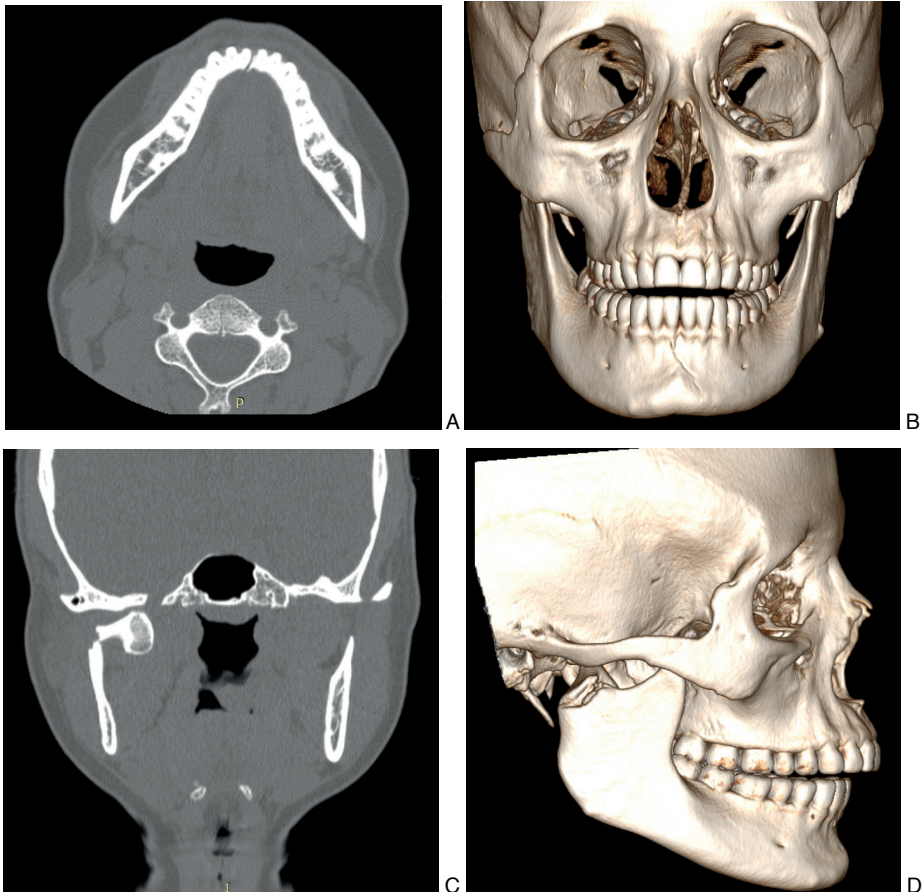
A: Tomografia computadorizada em corte axial com fratura em sínfise mandibular; B: Reconstrução tridimensional baseado em tomografia em visão anterior; C: Tomografia computadorizada em corte coronal com fratura em côndilo; D: Reconstrução tridimensional baseado em tomografia em visão lateral.
